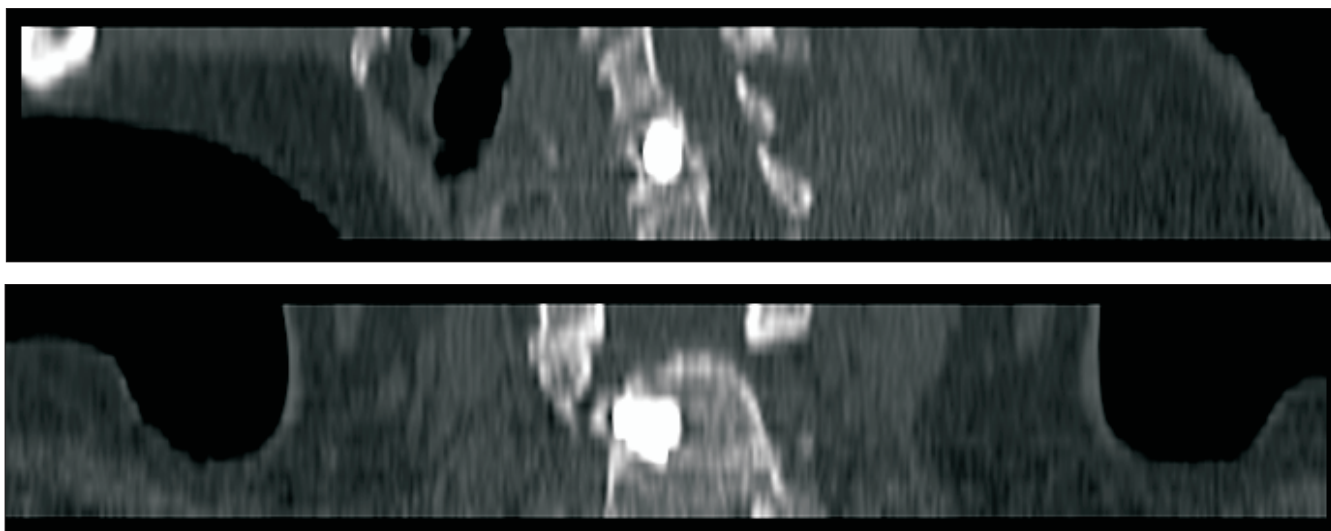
Послеоперационная компьютерная томография (мультипланарная реконструкция)
